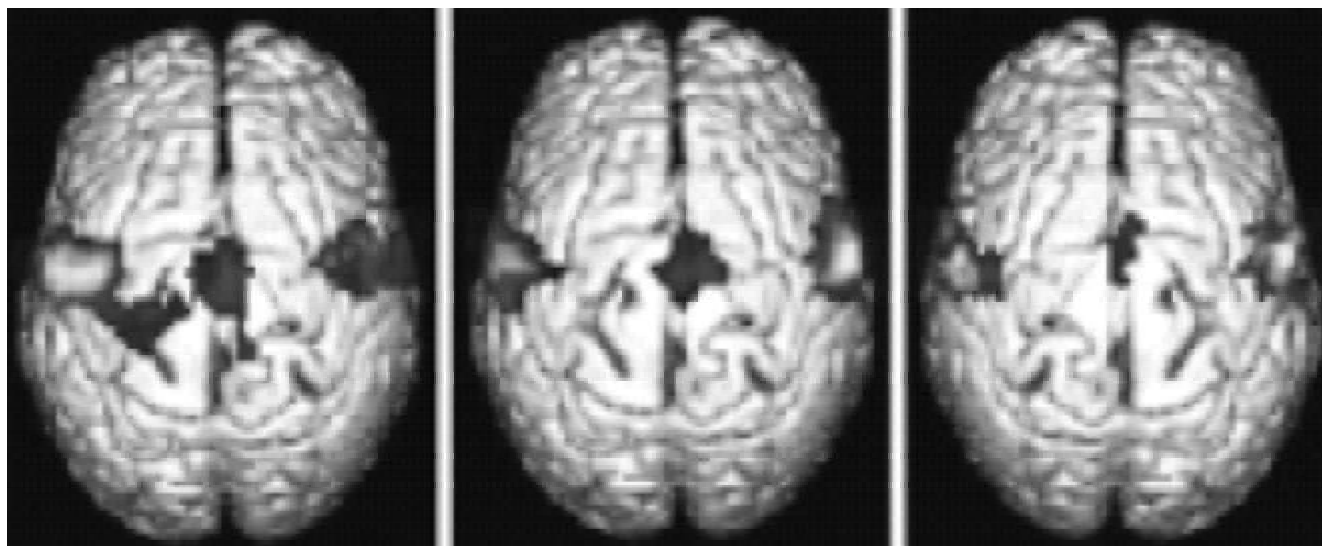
Reorganización de la corteza somatosensorial con amputación unilateral. Izquierda: dolor de miembro fantasma; Medio: sin dolor de miembro fantasma; Derecha: control (normal). Obsérvese que el que no tiene dolor del miembro amputado no hace reorganización. La flecha roja indica la reorganización cortical. Este estudio neuromagnético se utilizó para definir la localización de las manos y la boca, sobre el lado contralateral del lado amputado y la localización contralateral del lado intacto. Los campos magnéticos evocados por estimulación neumática de los dedos del lado intacto. Las zonas de la boca fueron integradas con RM.
